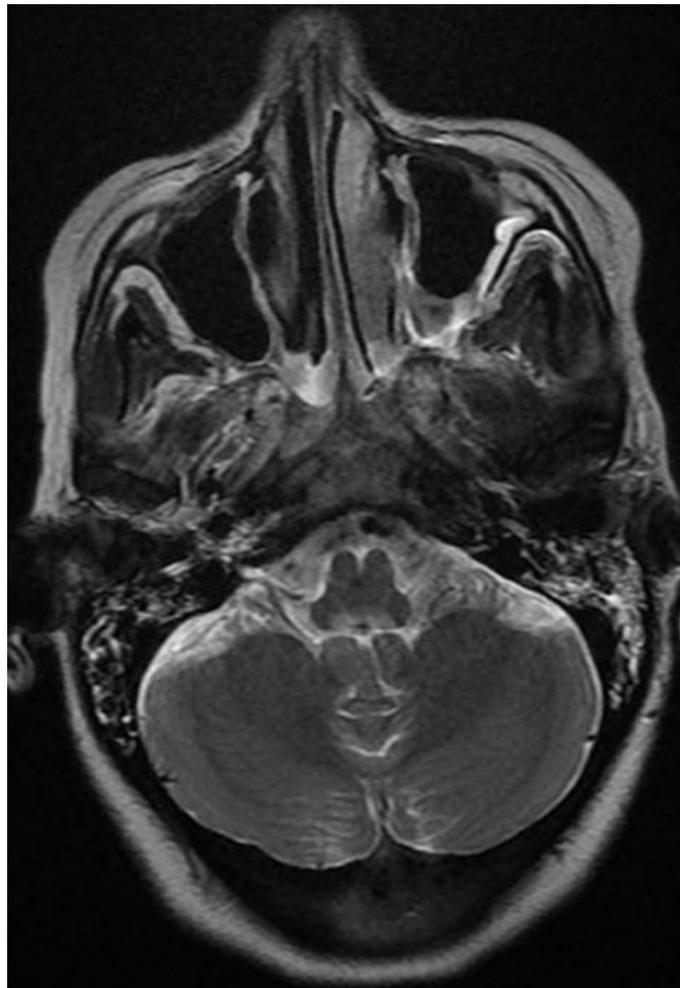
Coupe axiale d'une séquence IRM montrant un hyper signal en T2 dans la région périaqueducale.
